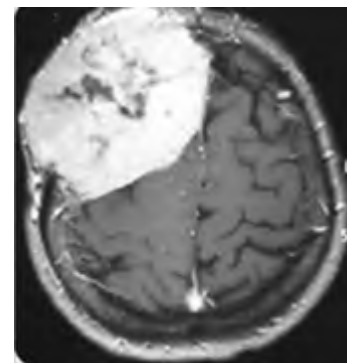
IRM cérébrale en coupe axiale montre une lésion extra durale de la voûte crânienne rehaussée après injection de Gadolinium.
